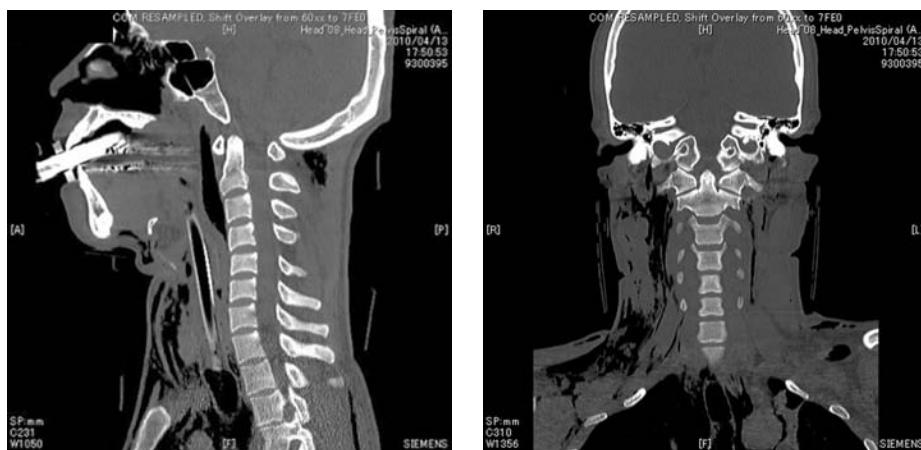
Neck and chest CT show extensive subcutaneous emphysema and mediastinal emphysema.
